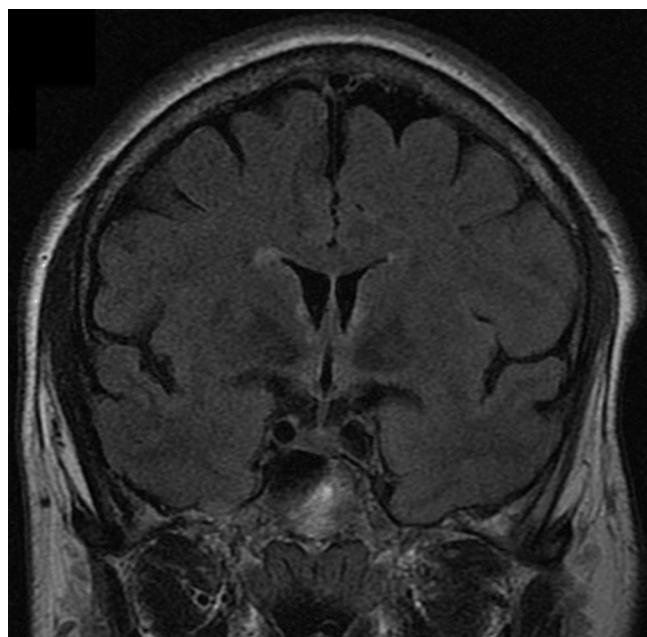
RMN cerebral (secuencia FLAIR coronal); hiperintensidad adyacente al III ventrículo y en cuerpos mamilares.
